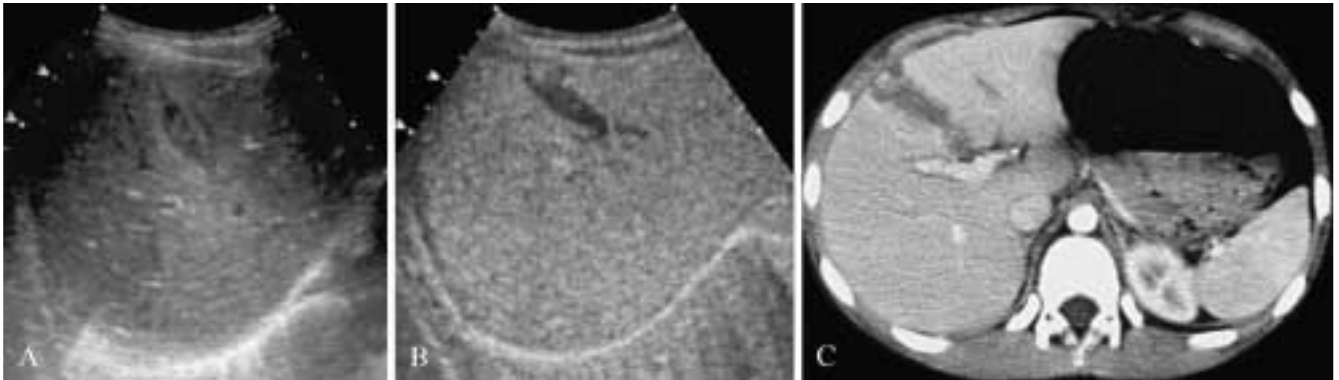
A, Ecografia di base: piccola lesione lenticolare ipoecogena al lobo destro, senza sicuro interessamento della superficie capsulare del fegato. B) Ecografia con mdc: maggiore definizione delle dimensioni e della morfologia della lesione, che raggiunge la capsula epatica. C) TC spirale con mdc: le dimensioni e la morfologia della lesione appaiono sostanzialmente sovrapponibili rispetto all'esame ecografico con mdc; si conferma inoltre l'interessamento della superficie capsulare del fegato.
